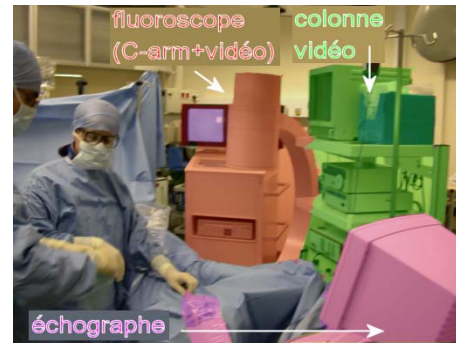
Scène opératoire avec fluoroscope, échographe & colonne vidéo connectée au néphroscope.
